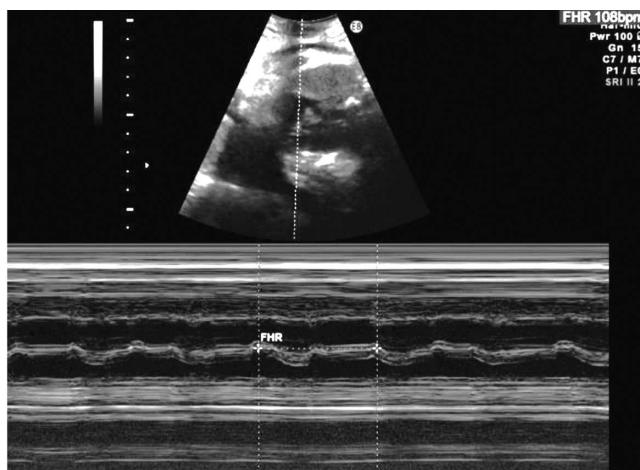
入院時（30週2日）胎児超音波 心房拍数108bpmを示す
